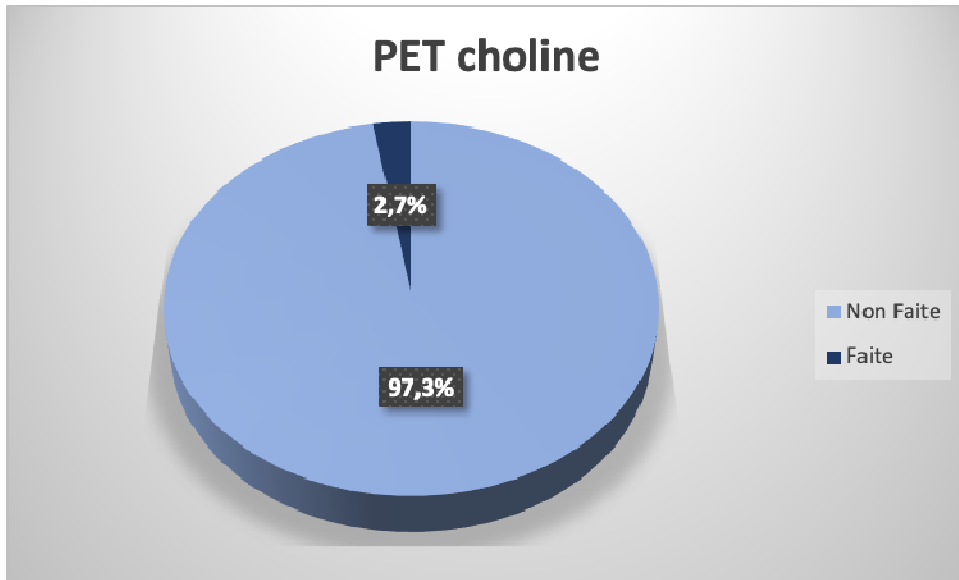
La répartition selon la PET à la choline.
